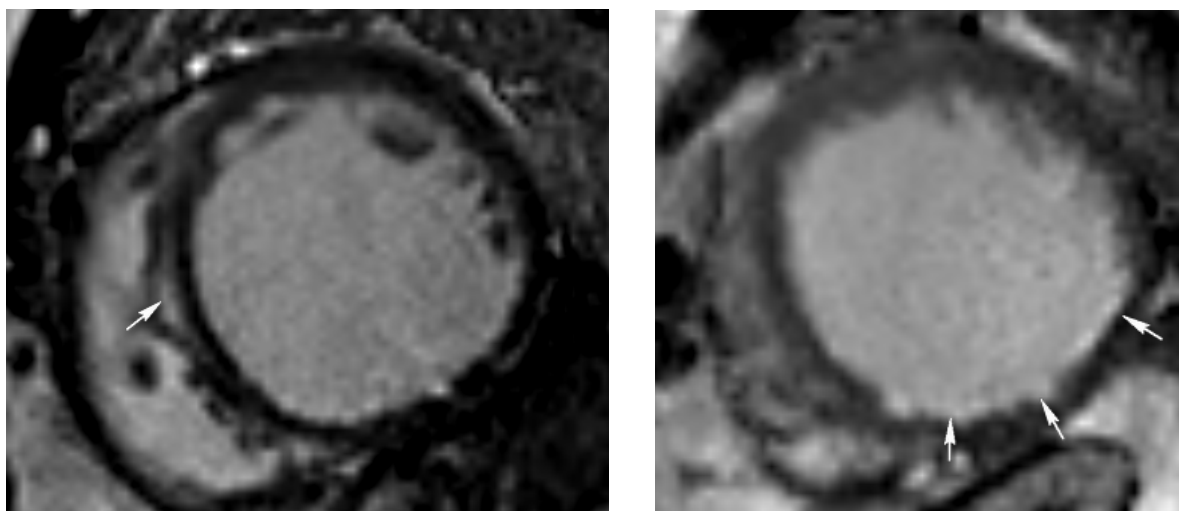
МРТ сердца пациента 3.,50 лет. Постишемический обширный фиброз
